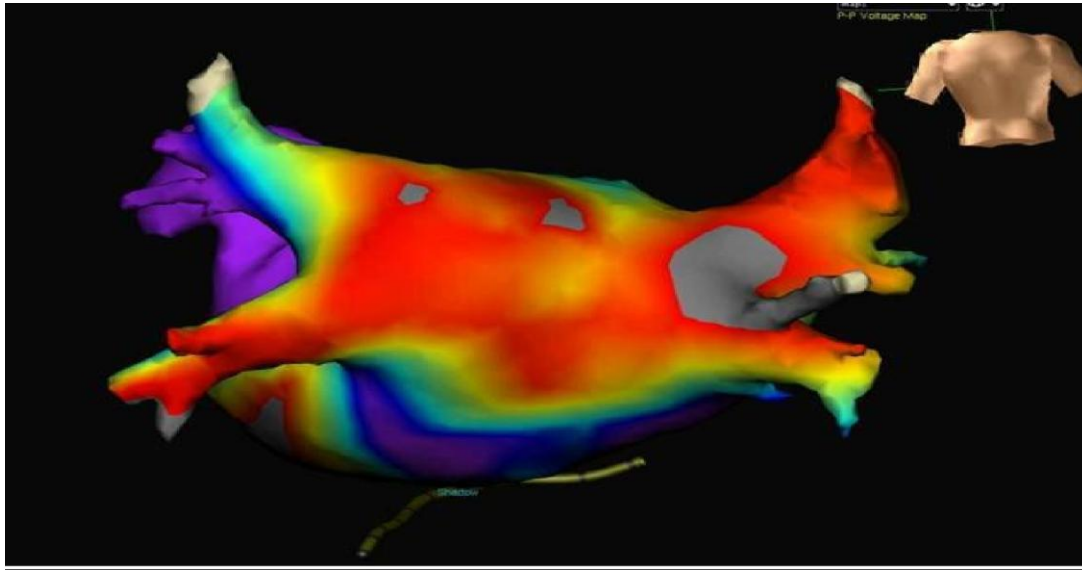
Elektrophysiologisches Mapping des linken Vorhofs. Dargestellt ist ein Modell des linken Vorhofs in der postero-lateralen Ansicht, wie es nach CT-Bildintegration in einem elektro-anatomischen Mapping-System (NavX[®]) entsteht. Farblich dargestellt sind die Signalamplituden im Vorhof (in mV) während Sinusrhythmus. In rot/gelb demarkieren sich Areale mit verminderter Amplitude (Narben, Fibrosen), wohingegen sich hohe „gesunde“ Potentiale lila/blau abzeichnen.
